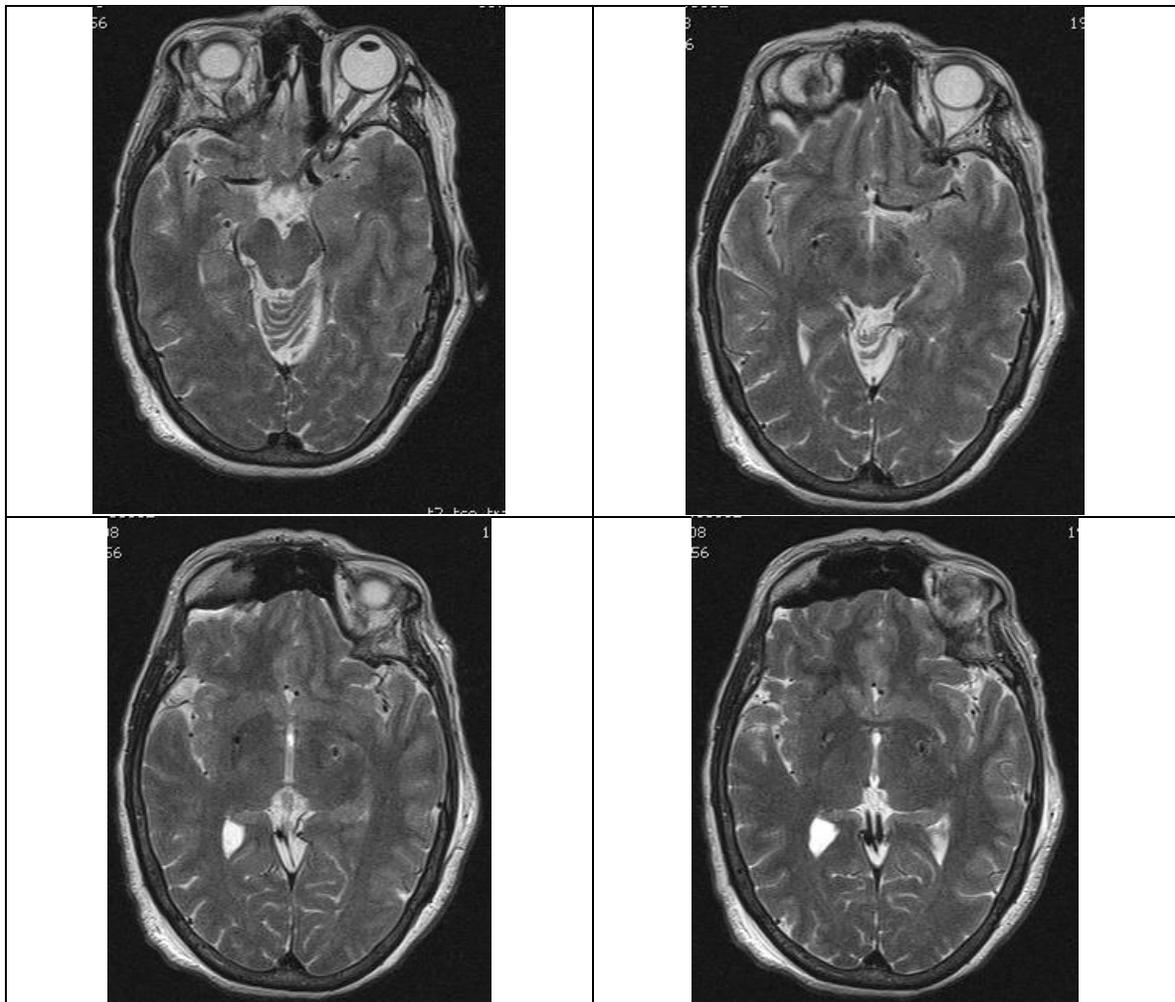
Se muestran imágenes de resonancia magnética en cortes axiales, ponderadas en T2. Las imágenes muestran ambos electrodos en el GPi. El electrodo derecho se observa aproximadamente 2 mm más lateral al izquierdo, en el límite entre el GPi y el GPe, mientras que la punta del electrodo derecho se encuentra en el uncus.
